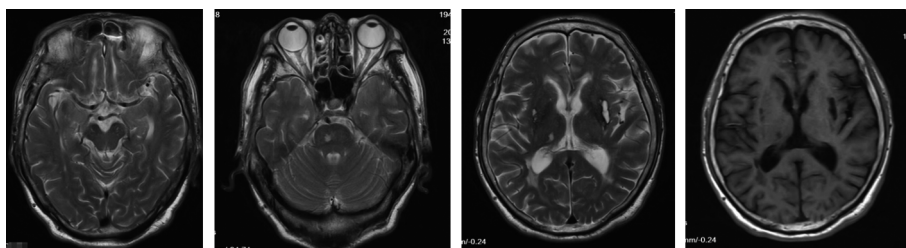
病例1颅脑MRI检查图像:大脑皮质及皮质层下多发陈旧梗死灶,海马未见异常
